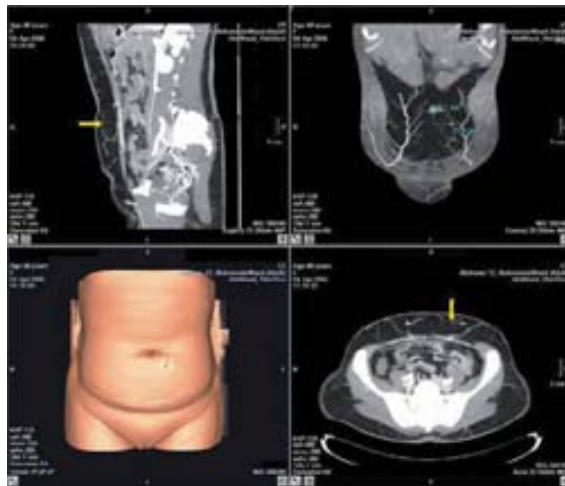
La Tomografía Axial Computarizada de Multidetectores es muy útil para valorar la anatomía vascular del abdomen. Permite identificar fácilmente la posición, tamaño y morfología de las perforantes musculocutáneas. Perforantes marcadas con flecha amarilla.
